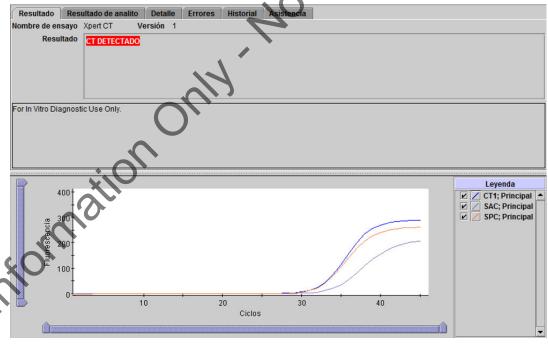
Xpert CT - CT detectado
